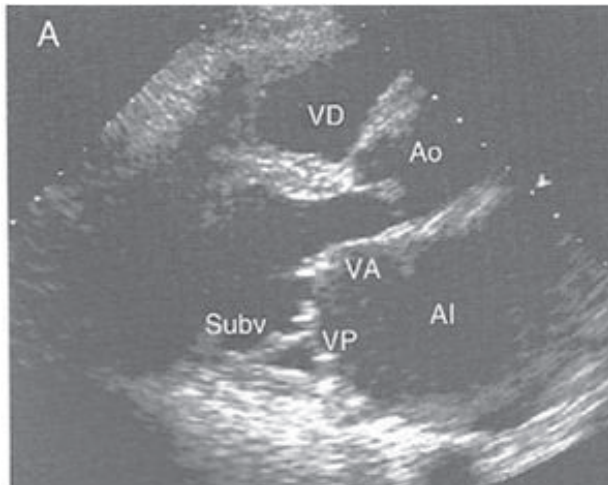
Ecocardiograma bidimensional en vista de eje largo de paciente con estenosis mitral reumática severa. Notese el domo típico de ambas valvas. VP = Valva posterior. VA = Valva Anterior. AI = Aurícula izquierda. PP = Pared posterior. VI = Ventrículo izquierdo, AO = Aorta. VD = Ventrículo derecho.
